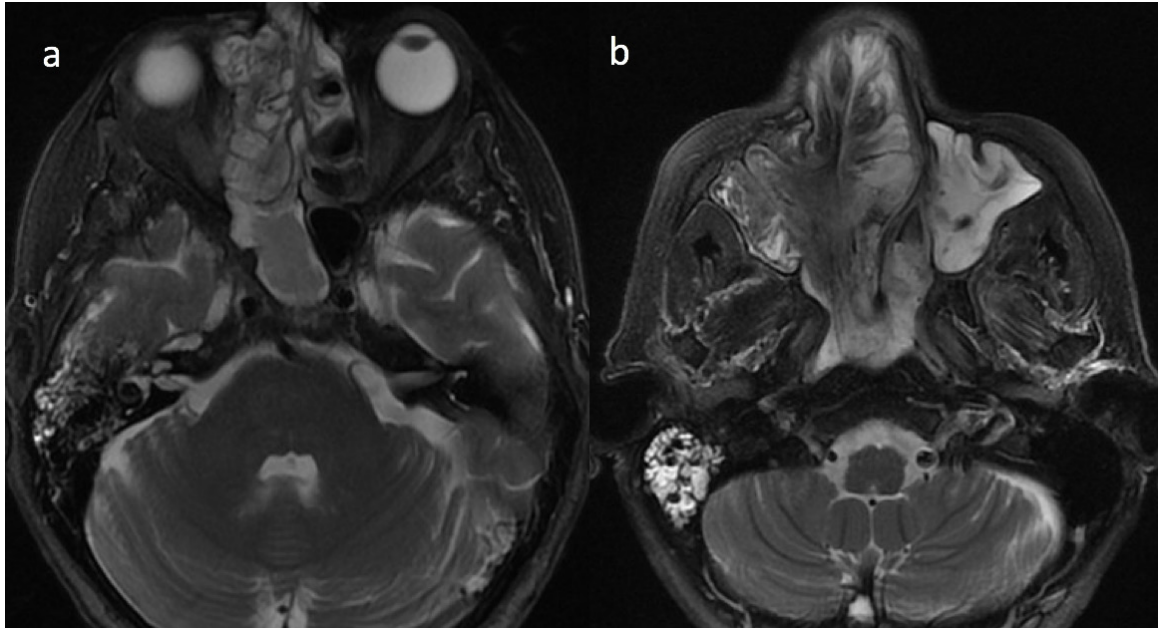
RMN de MCF. Secuencia T2 serie sin contraste endovenoso. Cortes axiales. Lesión de partes blandas, con áreas de señal hiperintensa y de baja señal. Determina marcado desplazamiento del tabique nasal, obliterando trompa de Eustaquio derecha, con ocupación de celdillas mastoideas y oído medio homolaterales.
